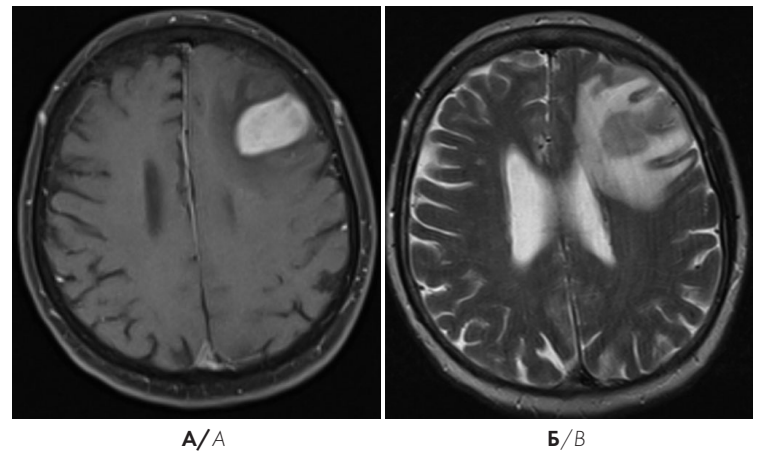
МРТ головного мозга в рецидиве: опухолевый очаг левой лобной доли размерами 3,2×2,0×2,0 см (А) с выраженным перифокальным отеком (Б), ограничением диффузии, смещением срединных структур на 0,4 см
